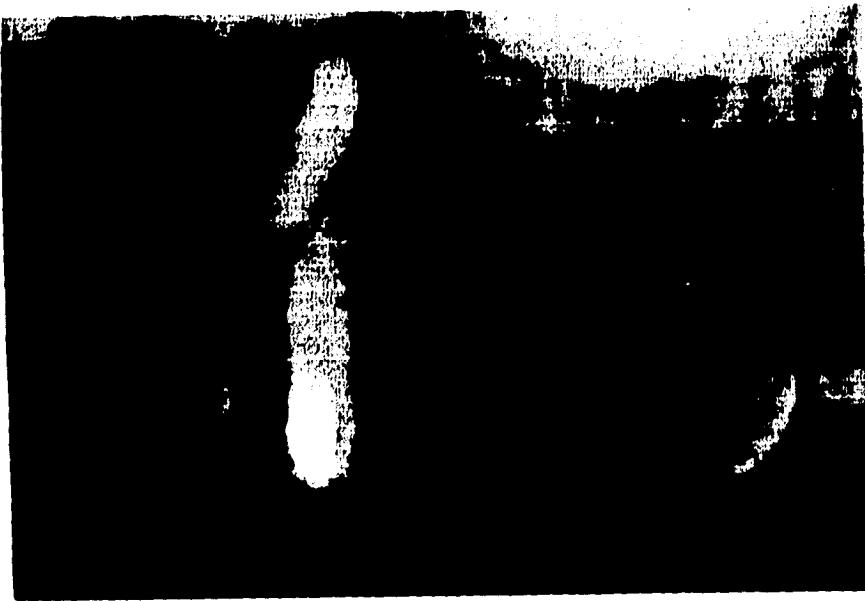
La radiografía tomada a los 5 días, muestra restos de Vitapex en la zona del germen del diente permanente.
